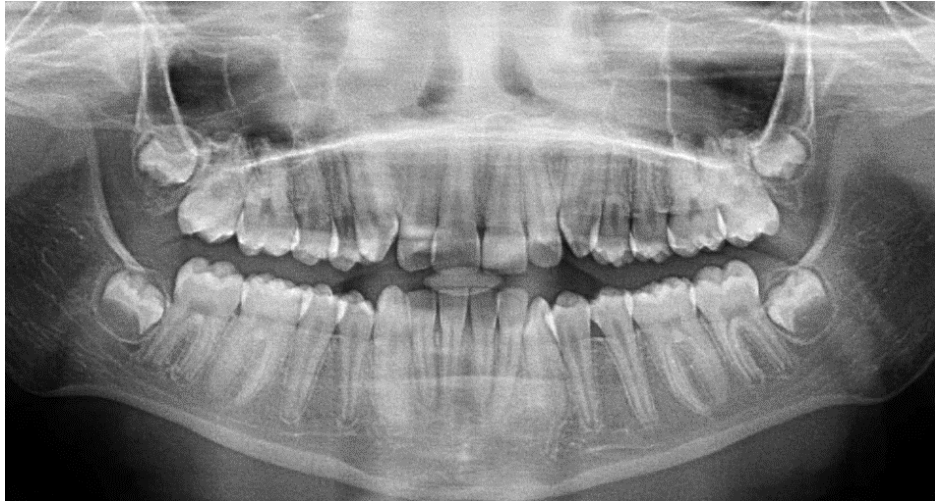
Ортопантомограма дитини віком 11 років. Зачатки 18/28 та 38/48 на стадії формування «D» за Demirjian.
